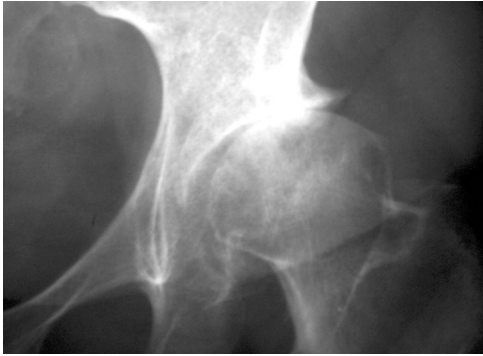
Radiografía preoperatoria que muestra displasia residual de cadera tipo II según la clasificación de Crowe et al (16)
